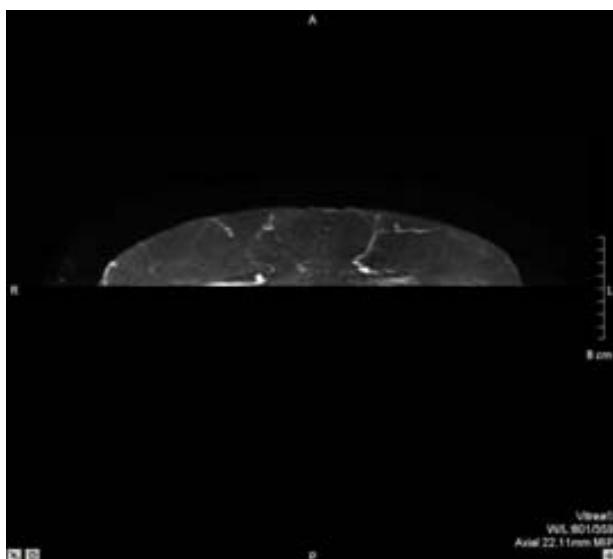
Imagen obtenida con la RMN sin contraste 1.5T FBI. Cortes axial donde se identifican el trayecto y arborización de perforantes de la arteria epigástrica inferior
